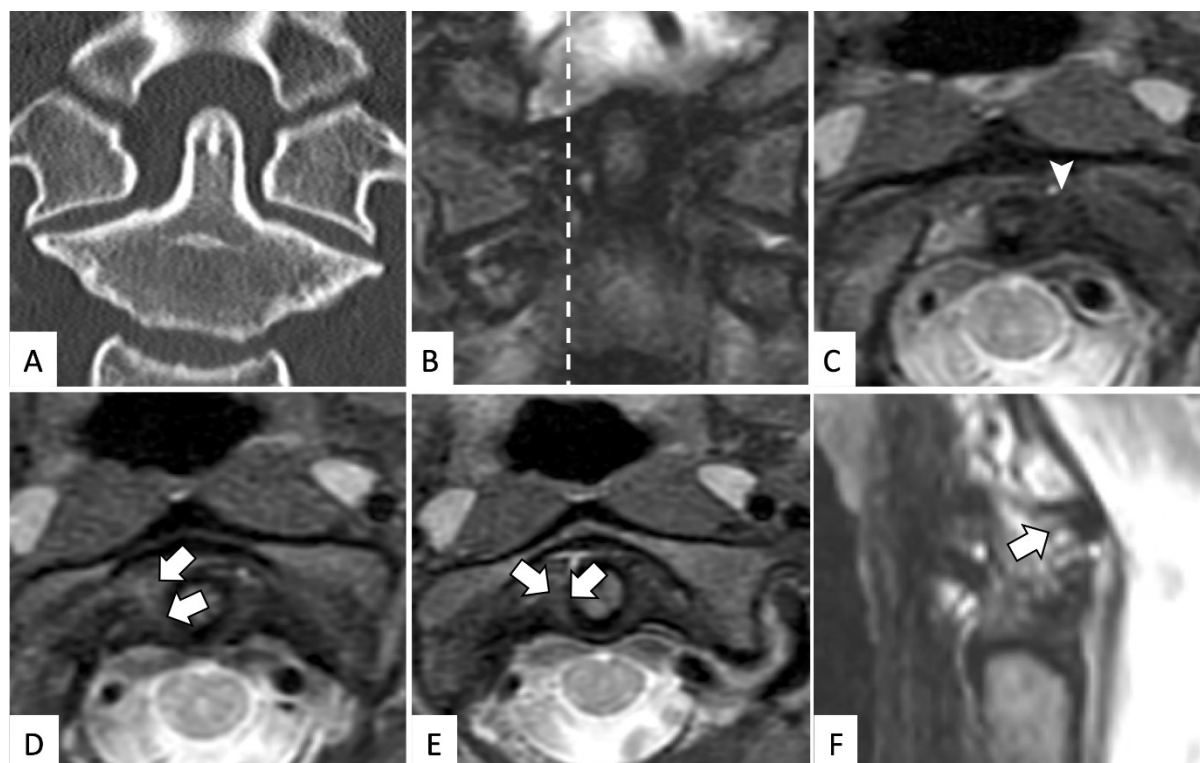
(A) Koronare native CT Rekonstruktion eines 19-jährigen männlichen Patienten mit einer Partialruptur des rechten Ligamentum alare und hieraus resultierender lateraler Dens axis Intervall Asymmetrie (B – D). Die Partialruptur kann nicht nur in der koronaren (B) und den transversalen Ebenen (C – E), sondern auch in der sagittalen Ebene (F – mittels Pfeil markiert) in den T2 gewichteten mDIXON Turbo-Spin-Echo-Sequenzen visualisiert werden. Weiße Pfeile in den Abbildungen D – F weisen auf die Partialruptur des rechten Ligamentum alare hin. Die weiße Pfeilspitze (C) visualisiert im Vergleich das intakte linke Ligamentum alare. Die gestrichelte Linie in Bild B demonstriert die sagittale Schichtebene. [Abbildung übersetzt und modifiziert aus der Originalarbeit von Endler und Ginzburg et al. – Figure 4].
